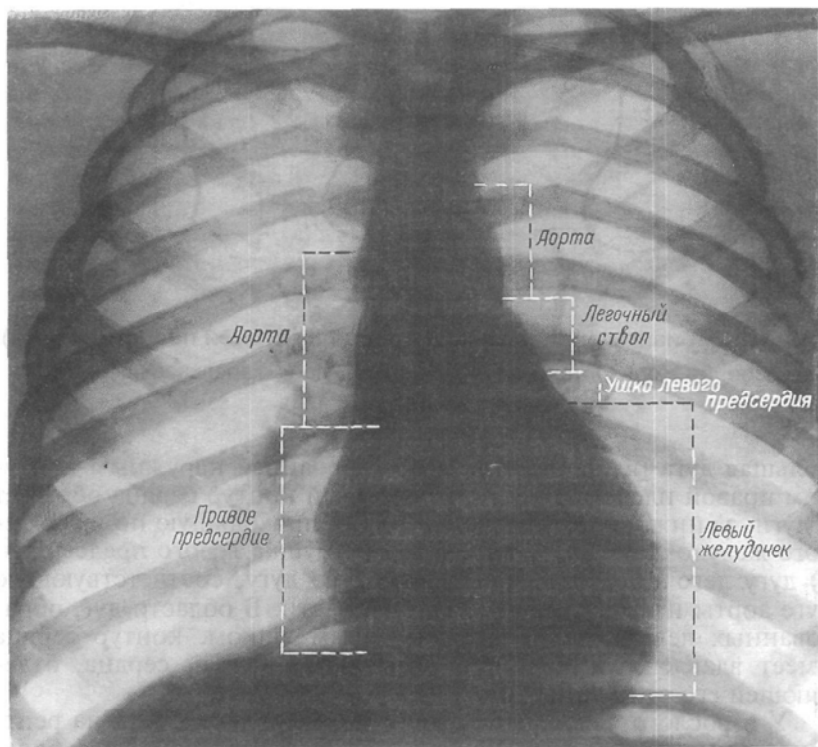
Рентгенограмма сердца и крупных сосудов в грудной полости.
